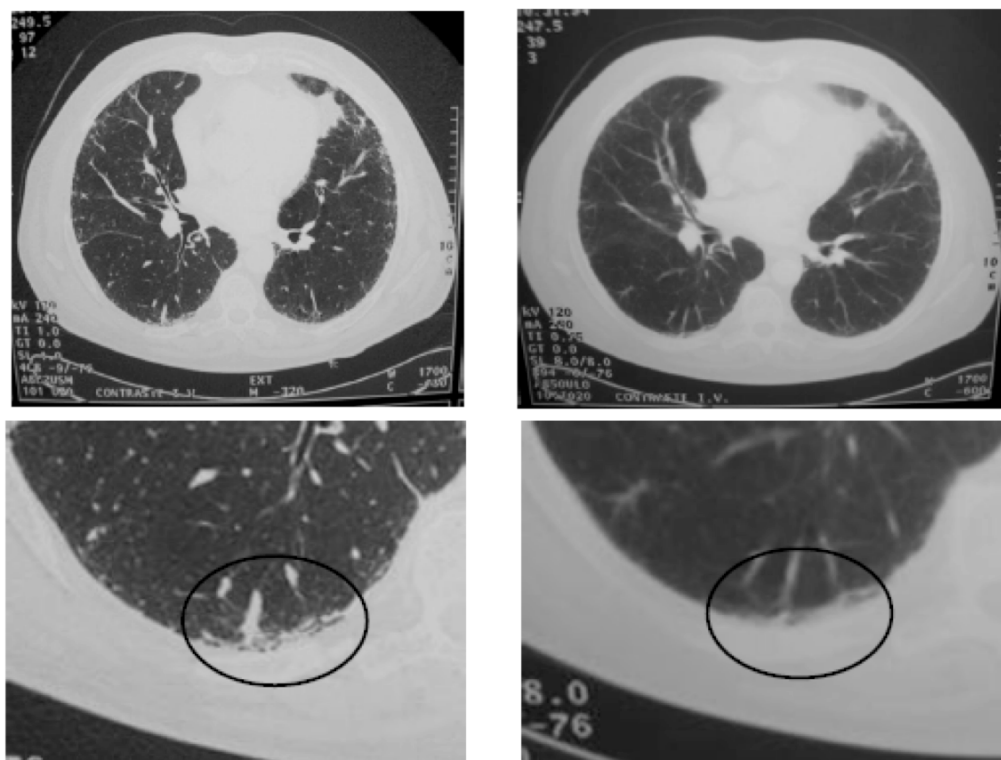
Comparación de una TCAR (izquierda) y TC de tórax (derecha), con los segmentos posterobasales ampliados, de un mismo paciente, en el mismo nivel,- a la altura de la salida de bronquios de lóbulo medio- con ventana pulmonar, y con incipiente desarrollo de neumonía intersticial , realizados según protocolos establecidos. Se aprecia con mayor claridad el engrosamiento inter e intralobulillar, subpleural y periférico en LM, língula y en LLII, y en encaje de bolillos en los segmentos posteriores de LID en la TCAR, hallazgos prácticamente inapreciables en la TC de tórax convencional.
